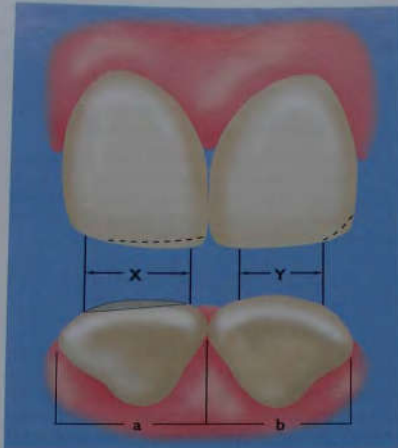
Узкий правый центральный резец должен выглядеть таким же широким, как и левый. Линейный контур X смещают лабиально и в сторону режущего края, что визуально расширяет правый центральный резец. При необходимости форму дистального рецевого угла можно изменить. Это позволит визуально сузить широкий зуб.
